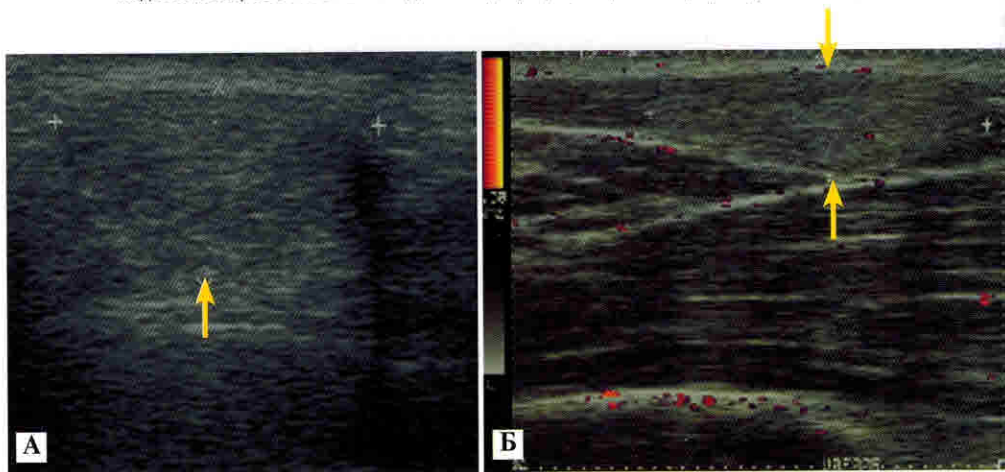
Поверхностные липомы в подкожно-жировой клетчатке: А — В-режим — поверхностное изоэхогенное образование, ограниченное истонченной капсулой, округлой формы, однородной эхоструктуры — стрелка; Б — УЗИ, энергетическая доплерография — поверхностное изоэхогенное образование с истонченной капсулой, полуовоидной формы, гомогенной эхоструктуры — стрелки
